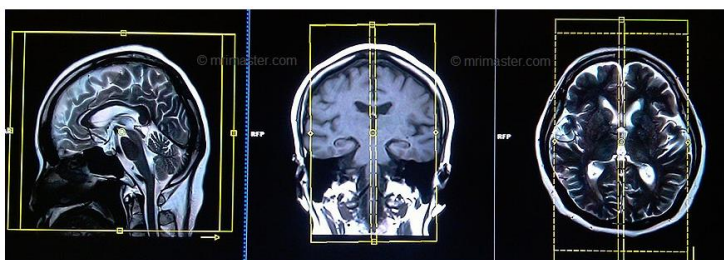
Bloque de corte de un plano sagital de resonancia magnética de cráneo. (12)
